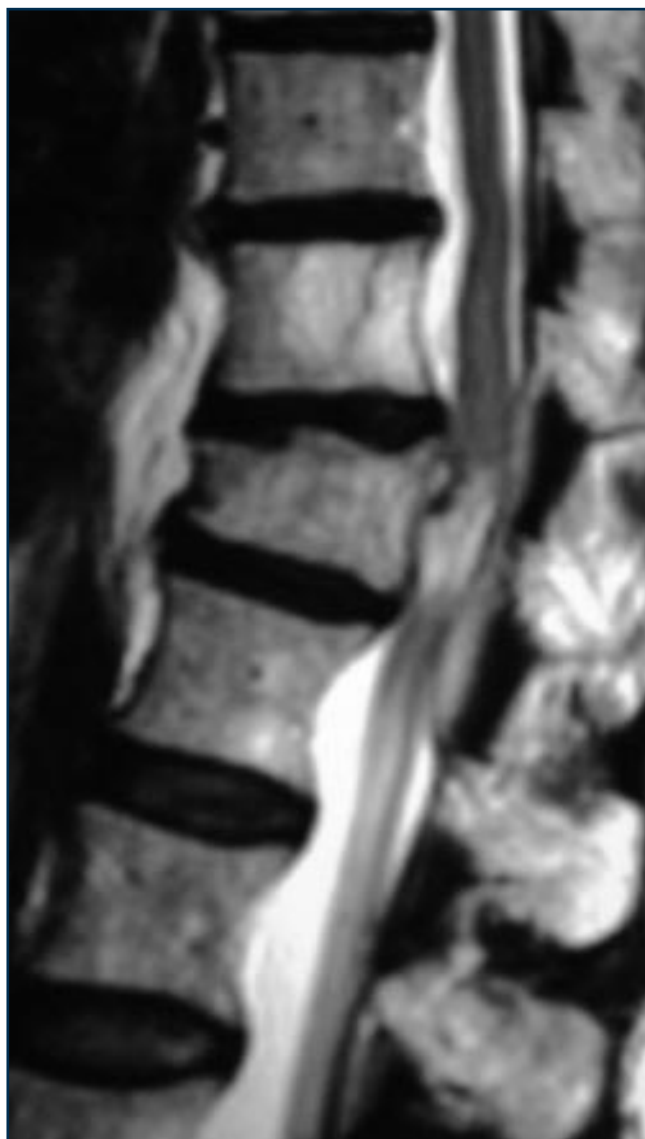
Indagine RMN che evidenzia la neoformazione.
